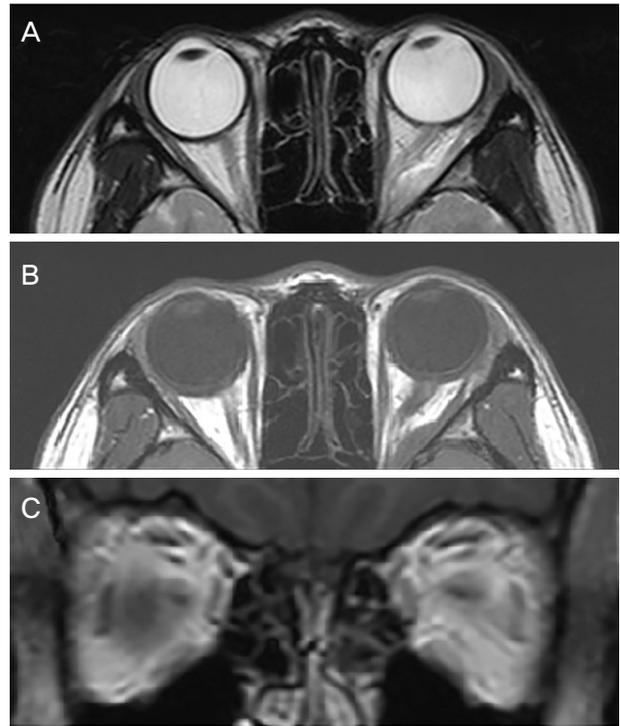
Brain magnetic resonance imaging (MRI). (A) At the initial visit, T2 Axial MRI scan showing round shape mass on the left lateral rectus muscle at the apex of orbit. (B) T1 Axial MRI scan showing round shape mass on the left lateral rectus muscle at the apex of orbit. (C) T1 Coronal MRI scan showing enlargement of the left lateral rectus muscle at the apex of orbit.
